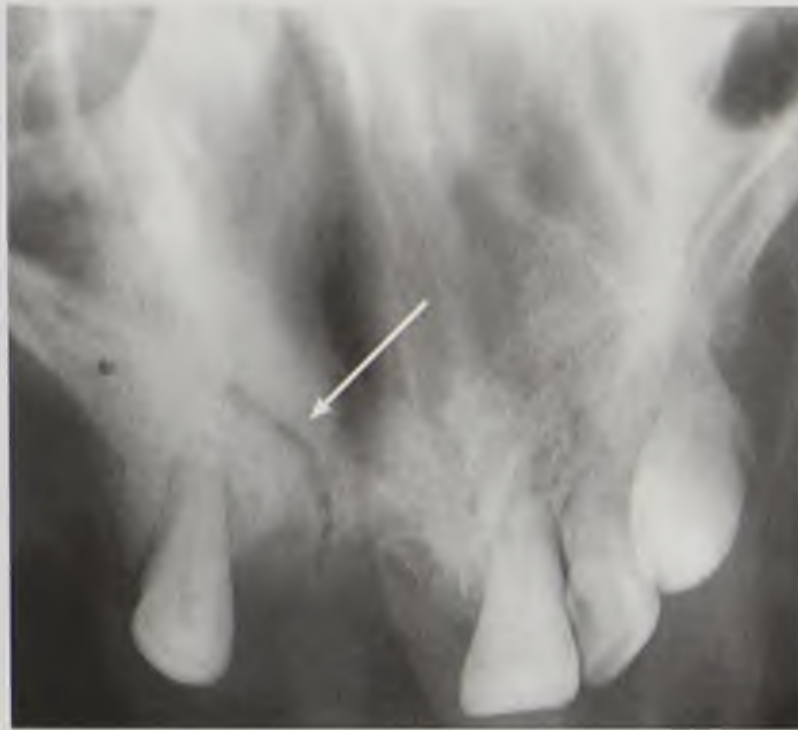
Прицельная рентгенограмма верхней челюсти. Изолитированный перелом альвеолярной части верхней челюсти (стрелка)
